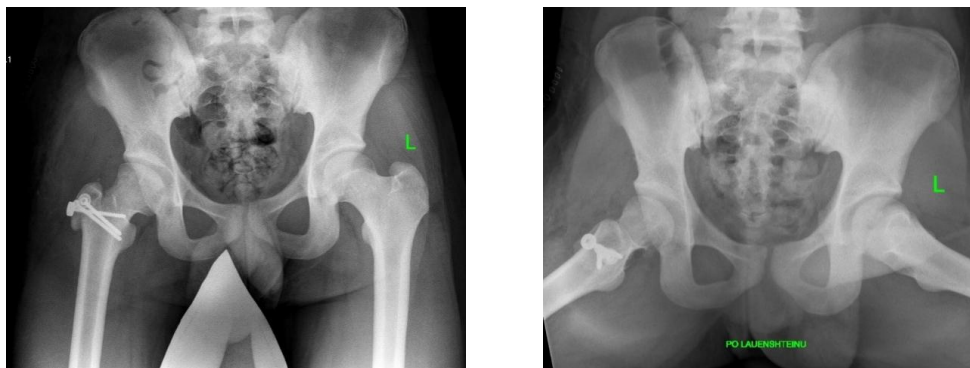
Рентгенограммы тазобедренных суставов пациентки А., 15 лет до операции: А - прямая проекция; Б - проекция по Лаунштейну.
